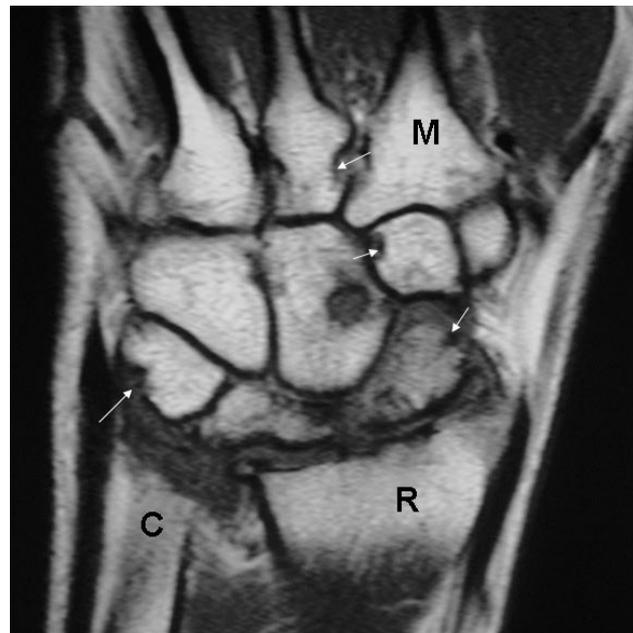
Resonancia Nuclear Magnética de muñeca. Paciente con artritis reumatoide severa. Secuencia coronal T1. Se aprecia marcado compromiso de los huesos de la primera hilera del carpo con erosiones (flechas) y quistes subcondrales, gran alteración radial y cubital con disociación del escafoide. Distorsión de la morfología escafo semilunar. R:Radio, C:Cúbito, M:Metacarpiano.
